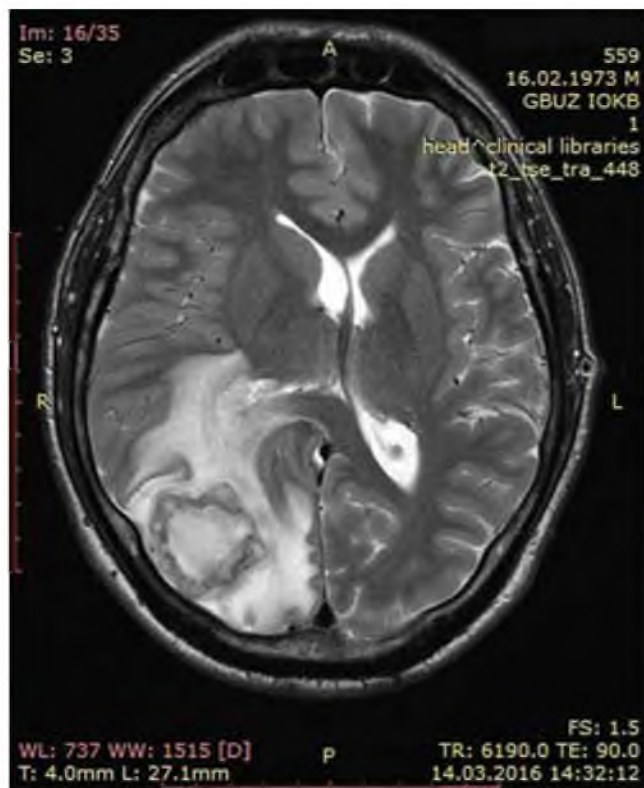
МРТ головного мозга пациента М. Единичное образование головного мозга размером более 5 см в затылочно-теменной области справа. Формирующиеся «дочерние» абсцессы в стенке основного. Зона перифокального отека вокруг образования
